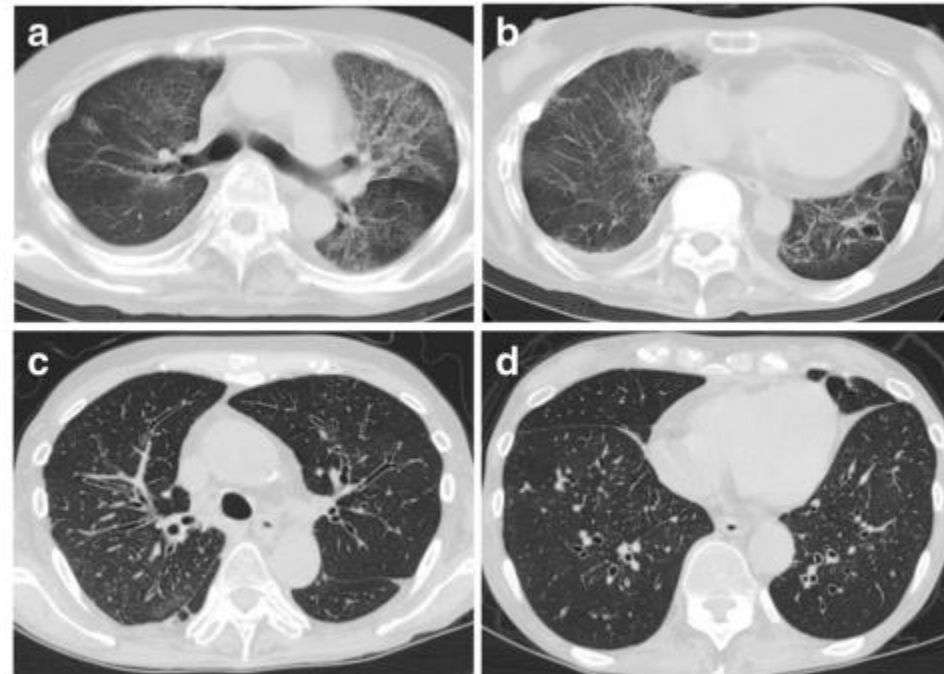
Representative CT findings of non-PPFE pattern in patients with late-onset severe restrictive lung defect. a, b CT findings of unclassifiable IP in case No. 6 are shown. c, d CT findings of airway-predominant disease with BO in case No. 8 are shown
